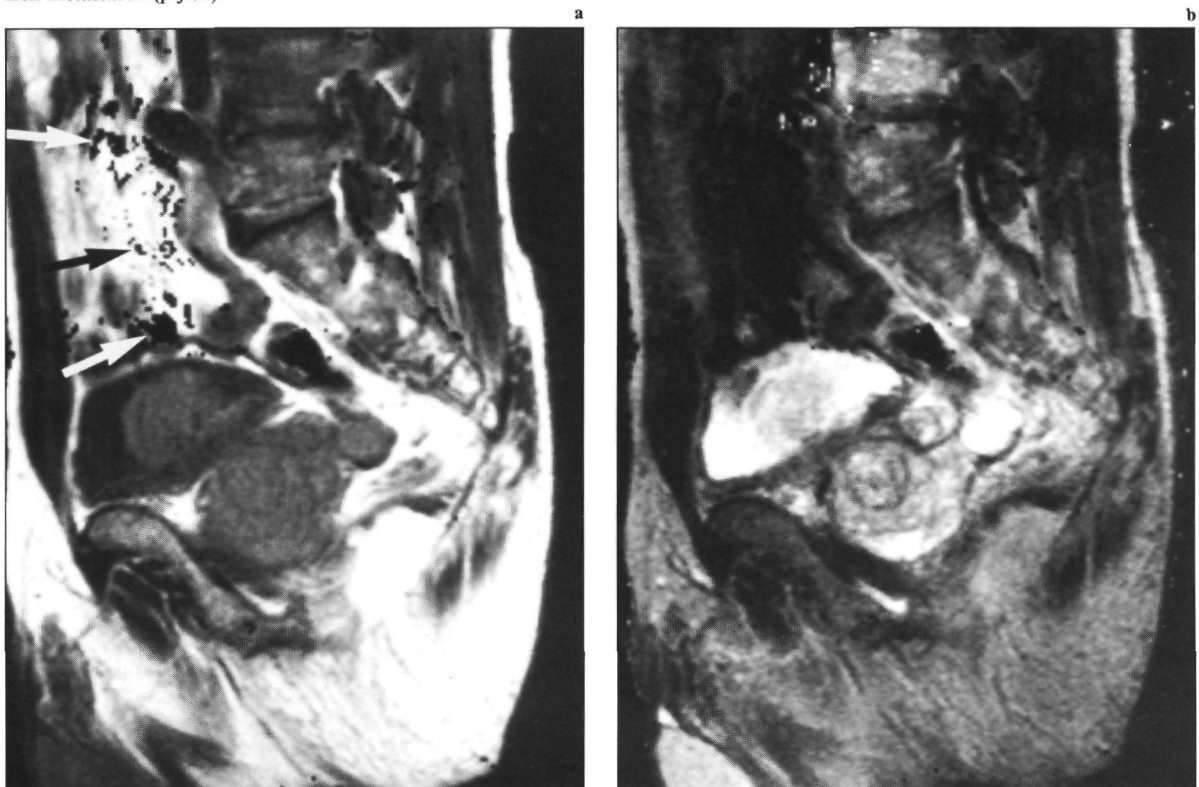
Gesynthetiseerde MRI-opnamen. De sequenties zijn identiek aan die van fig. 3-11. Het enige verschil met fig. 3-11 is de door beweging veroorzaakte rekenartefacten (pijlen).
